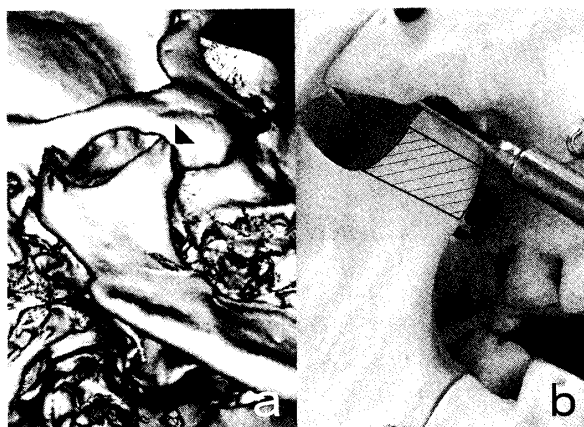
a : Preoperative 3 D-CT image showing a contact between the coronoid process and the zygomatic arch at the maximum opening position.
